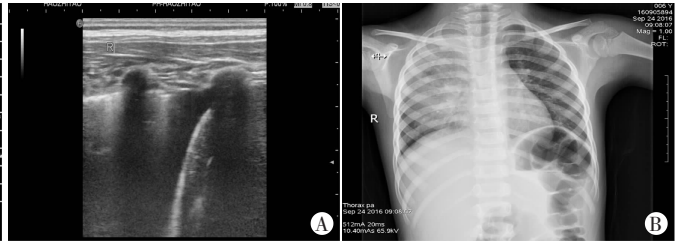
同一患儿治疗 3 d 后超声和胸片检查表现 A:超声示右肺大片肺实变及少量胸腔积液;B:胸片示右肺炎症加重,但未发现胸腔积液。
